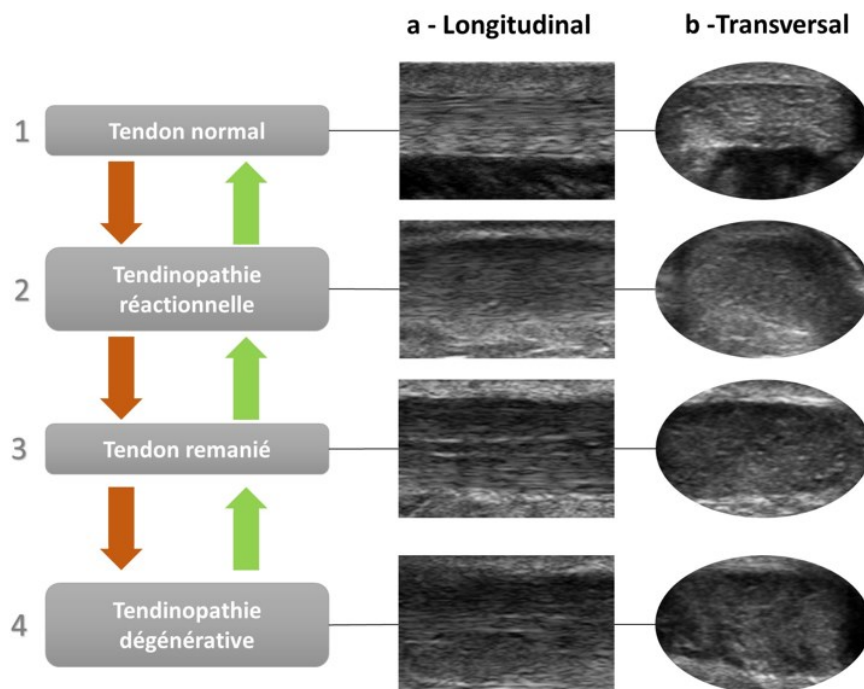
Quatre stades de la tendinopathie achilléenne selon le modèle de Cook et Purdam, avec les images par ultrasonographie correspondant aux changements typiques prévus au tendon d'Achille lorsqu'une tendinopathie se développe (J. Cook & Purdam, 2009). Créé par l'auteur de cette thèse.
